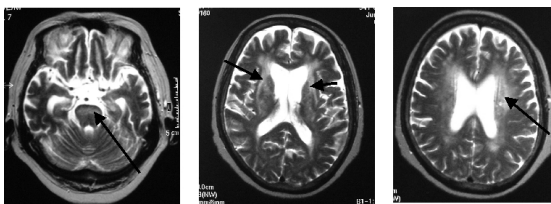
MRI finding: Case 3. Female, 54 y.o.
